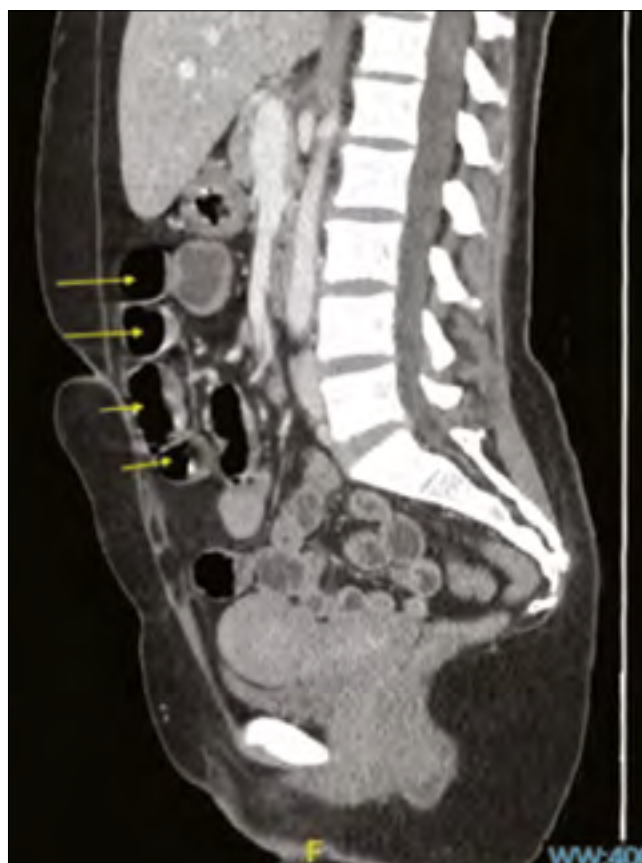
КТ черевної порожнини, що демонструє псевдообструкцію товстої кишки (розширені петлі кишечника з рівнями рідини та повітря позначені жовтими стрілками)
